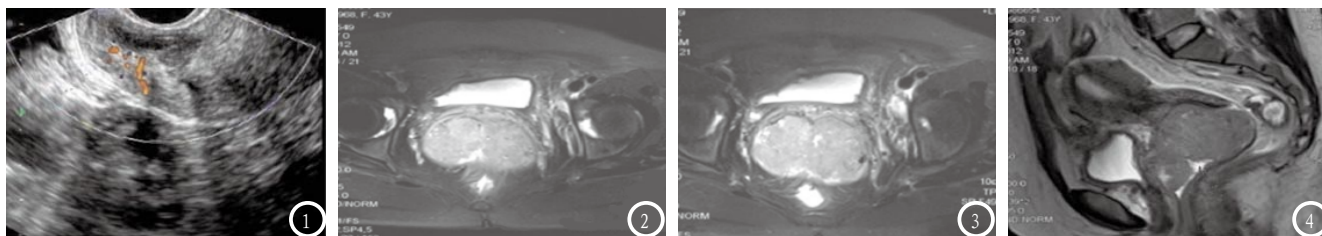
经阴道超声图。子宫形态异常，回声不均匀改变，内部有光点，可见丰富血流信号；图2 MRI T2WI上可见病灶高信号；图3 MRI STIR序列上T2WI高信号；图4 MRI病灶累及宫颈。
